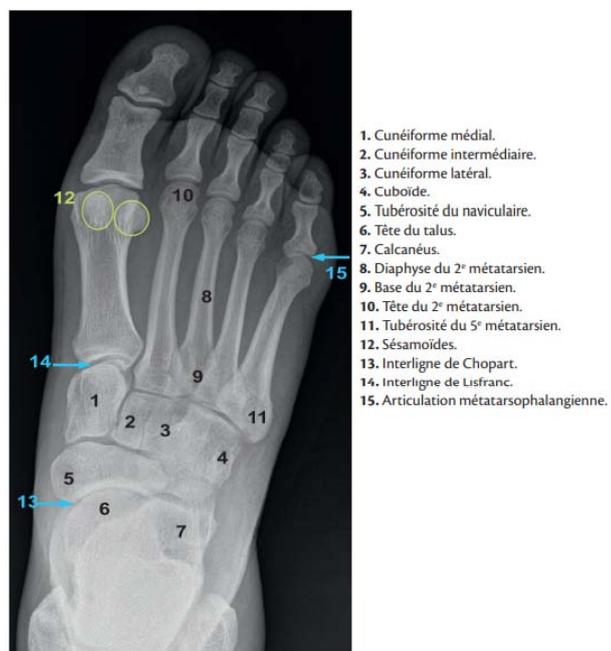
Radiographie du pied (incidence de face)
